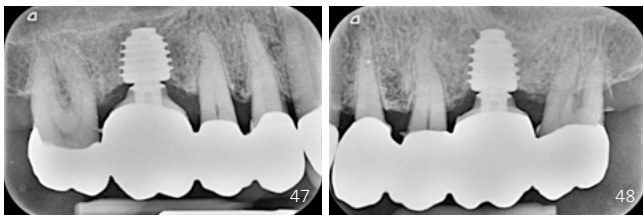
Röntgenkontrolle nach definitiver Eingliederung (16)
